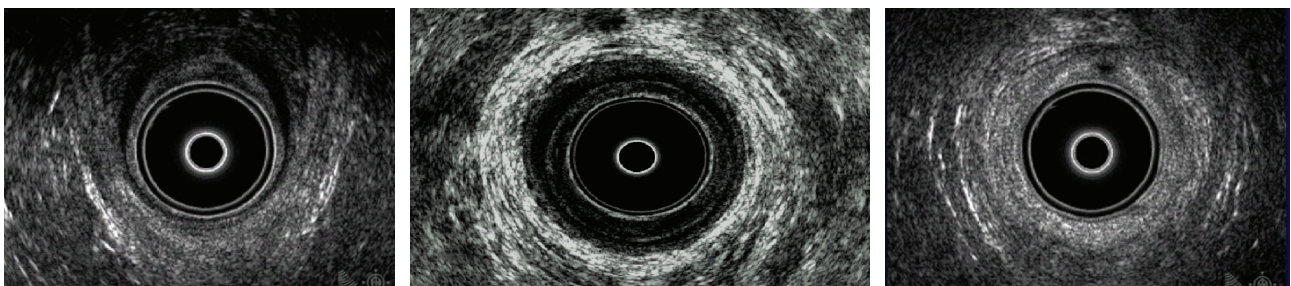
Ecografía endoanal normal A. Nivel alto. B. Nivel medio. C. Nivel bajo.
